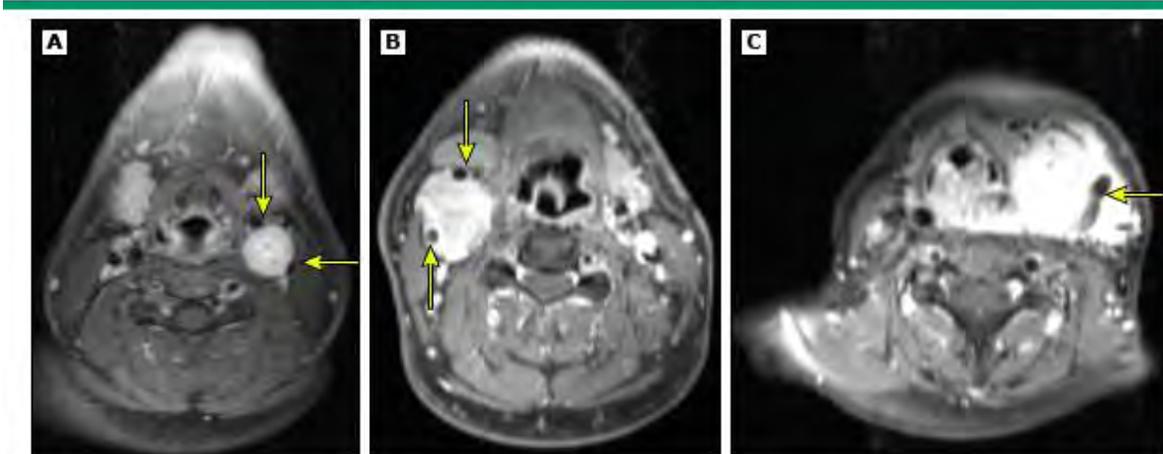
Imágenes de TAC que representan paragangliomas A) Shamblin I B) Shamblin II C) Shamblin III
